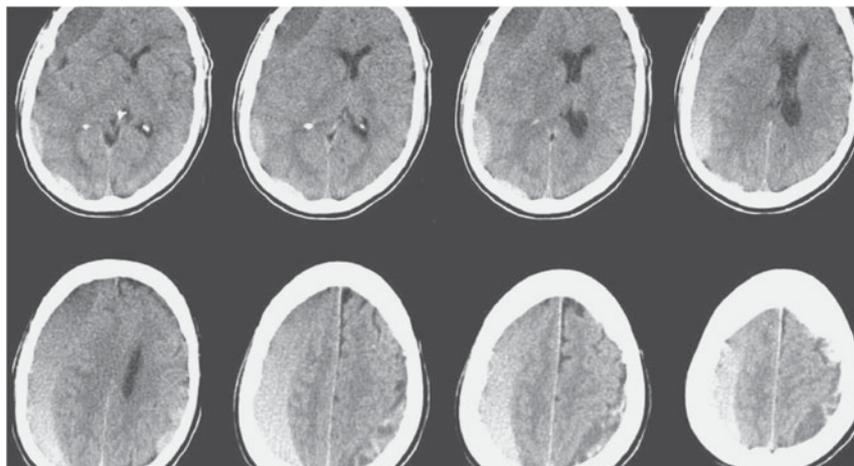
Tomografía computarizada de un paciente con hematomas subdurales. En el lado derecho hay un hematoma de gran tamaño y existe otro menor en el lado izquierdo.
